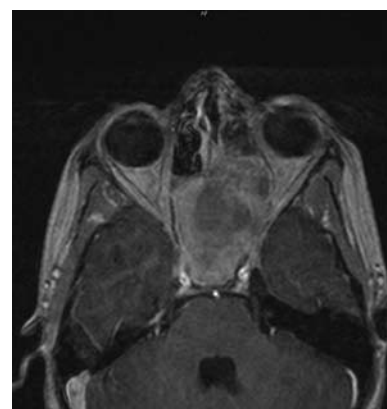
Imagen axial de la resonancia magnética ponderada en T1 sin contraste. Se observan concreciones centrales, vistas como señal de vacío, con la mucosa periférica edematizada que ocupa todo el seno esfenoidal y remodela sus paredes expandiéndolo.
